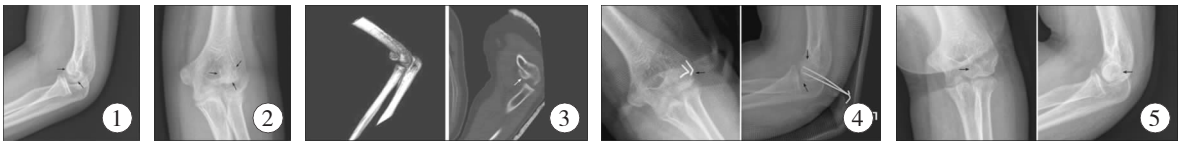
肘关节侧位 X 线片显示“双弧征”; 图 2 正位 X 线片显示模糊骨折片轮廓; 图 3 CT 检查显示 I 型骨折; 图 4 术后肘关节正侧位 X 线片显示骨折解剖复位; 图 5 随访 6 个月患儿骨折愈合良好
